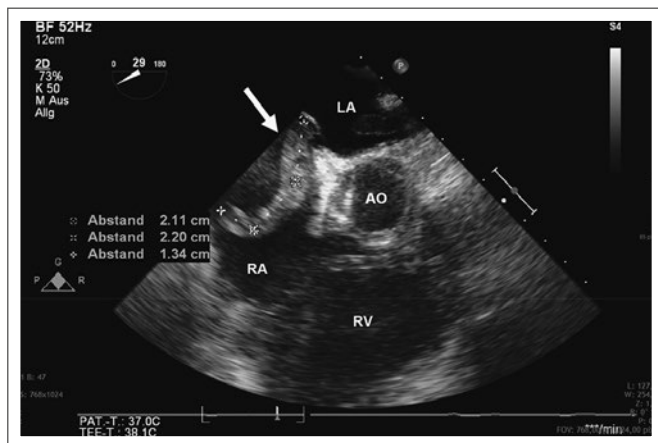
Transatrialer Clot-In-Transit (Pfeil) in der transösophagealen Echokardiographie
